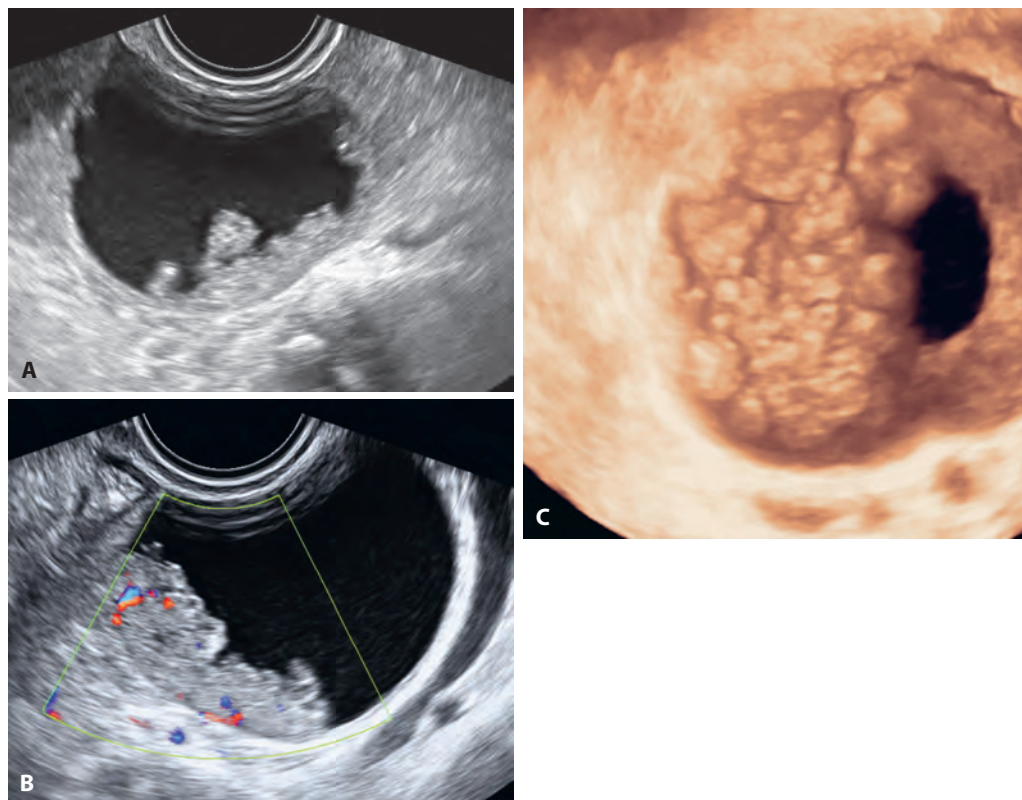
ПЗ-1 Папиллярная серозная цистаденома с неравномерной узловатостью. А. Образование с латеральной стороны. В. Образование с медиальной стороны. Видны более крупные узлы. Обратите внимание на умеренный кровоток в более плотных областях – меньший, чем если бы это была агрессивная (злокачественная) опухоль. С. Текстура внутренней поверхности опухоли (3D-УЗИ).
